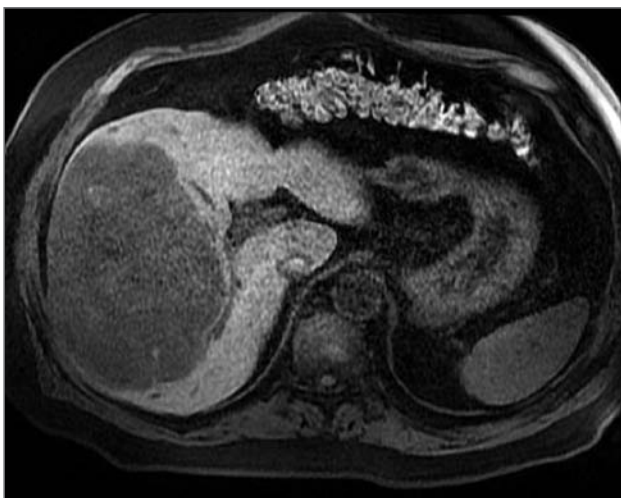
RMN. Se evidencia la gran lesión hepática sugestivo de lesión benigna probablemente hiperplasia nodular focal.
